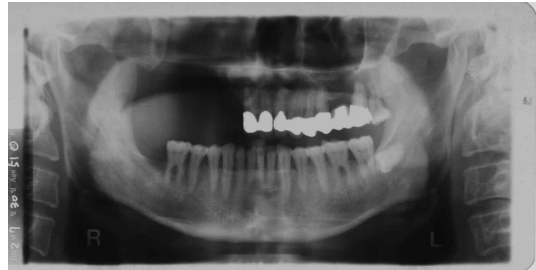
(a). 2002년 기존 obturator 제작 당시 방사선 사진. 잔존치를 모두 수복하여 통상적인 국소의치 디자인을 사용
